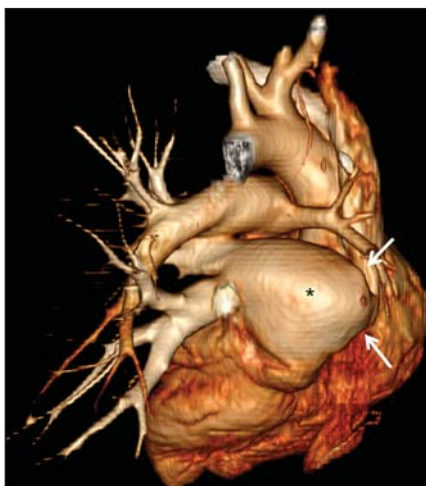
Visão posterior de reconstrução volumétrica tridimensional da tomografia computadorizada do tórax após contraste intravenoso, com remoção da aorta descendente, demonstrando ausência da drenagem venosa pulmonar direita (setas) para o átrio esquerdo (asterisco).
